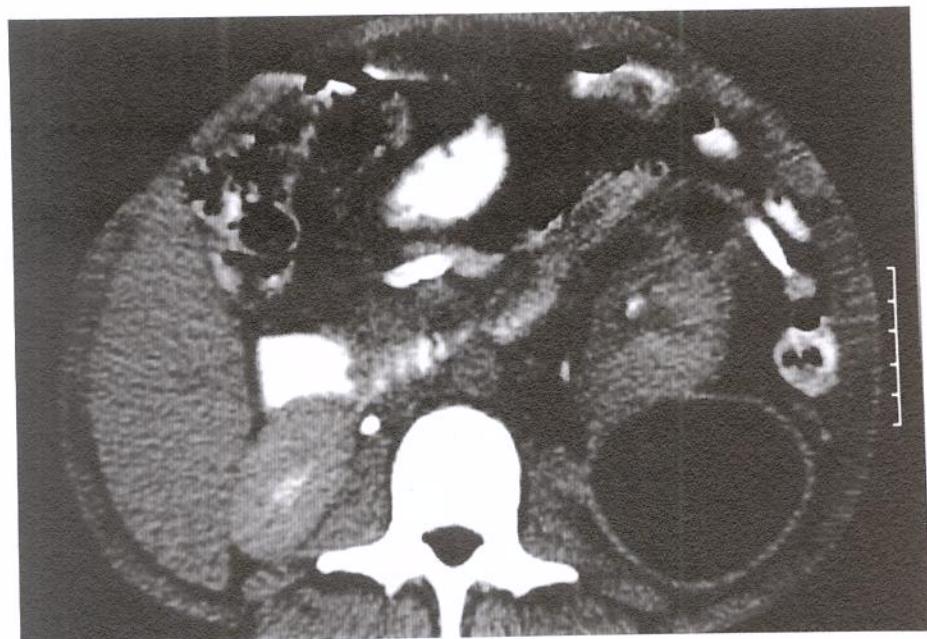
Tomografia axial computadorizada mostrando, no corte axial do pâncreas calcificações no parênquima e cisto na cauda pancreática.
